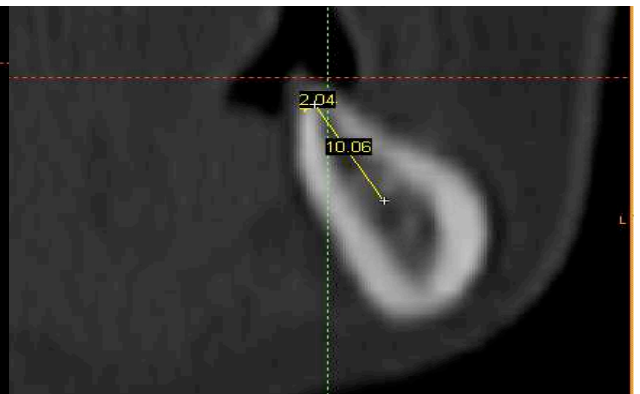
компьютерная томограмма до реконструкции альвеолярного гребня в области отсутствующего 37
